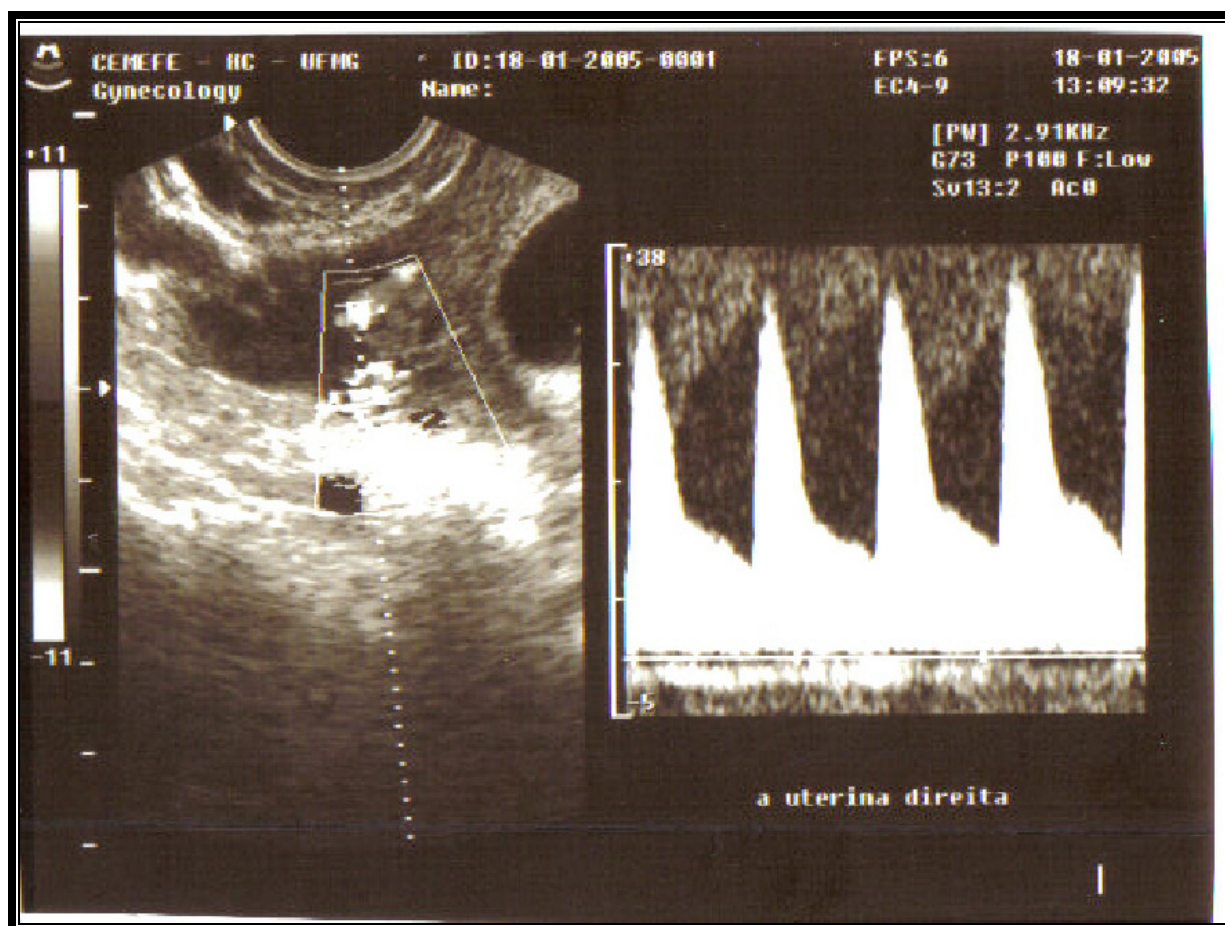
Dopplerfluxometria da artéria uterina materna com ausência da incisura protodiastólica.
